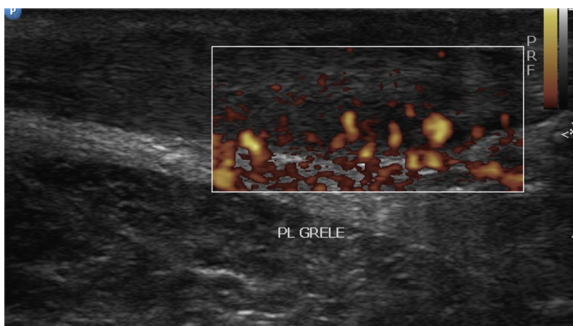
échographie doppler réalisée 4 mois après la rupture montrant une hyperhémie du moignon tendineux distal traduisant une tendinopathie.
